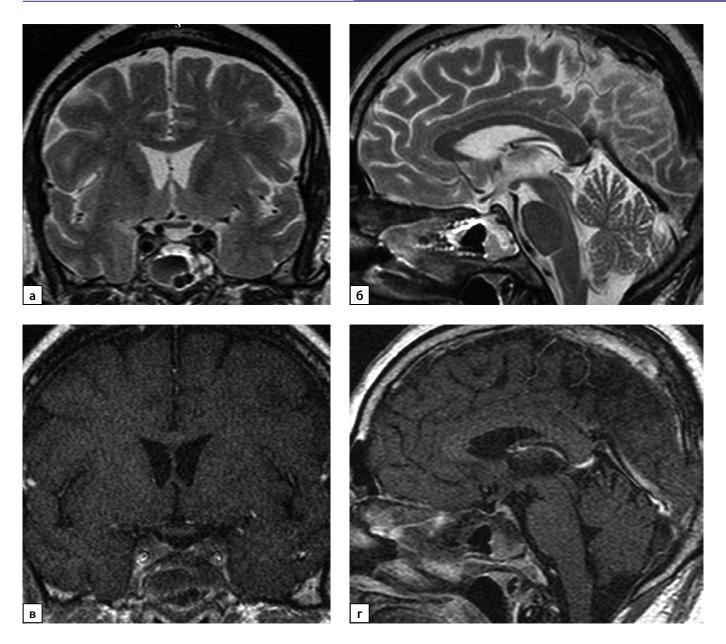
а) Т2-ВИ, корональный срез; б) Т2-ВИ, сагиттальный срез; в) Т1-ВИ, постконтрастный корональный срез; г) Т1-ВИ, постконтрастный сагиттальный срез. Супраселлярная цистерна пролабирует в полость турецкого седла. На фоне послеоперационных изменений гипофиз уплощен, деформирован, воронка не утолщена. Типичный МРТ-сигнал от нейрогипофиза не определяется.
